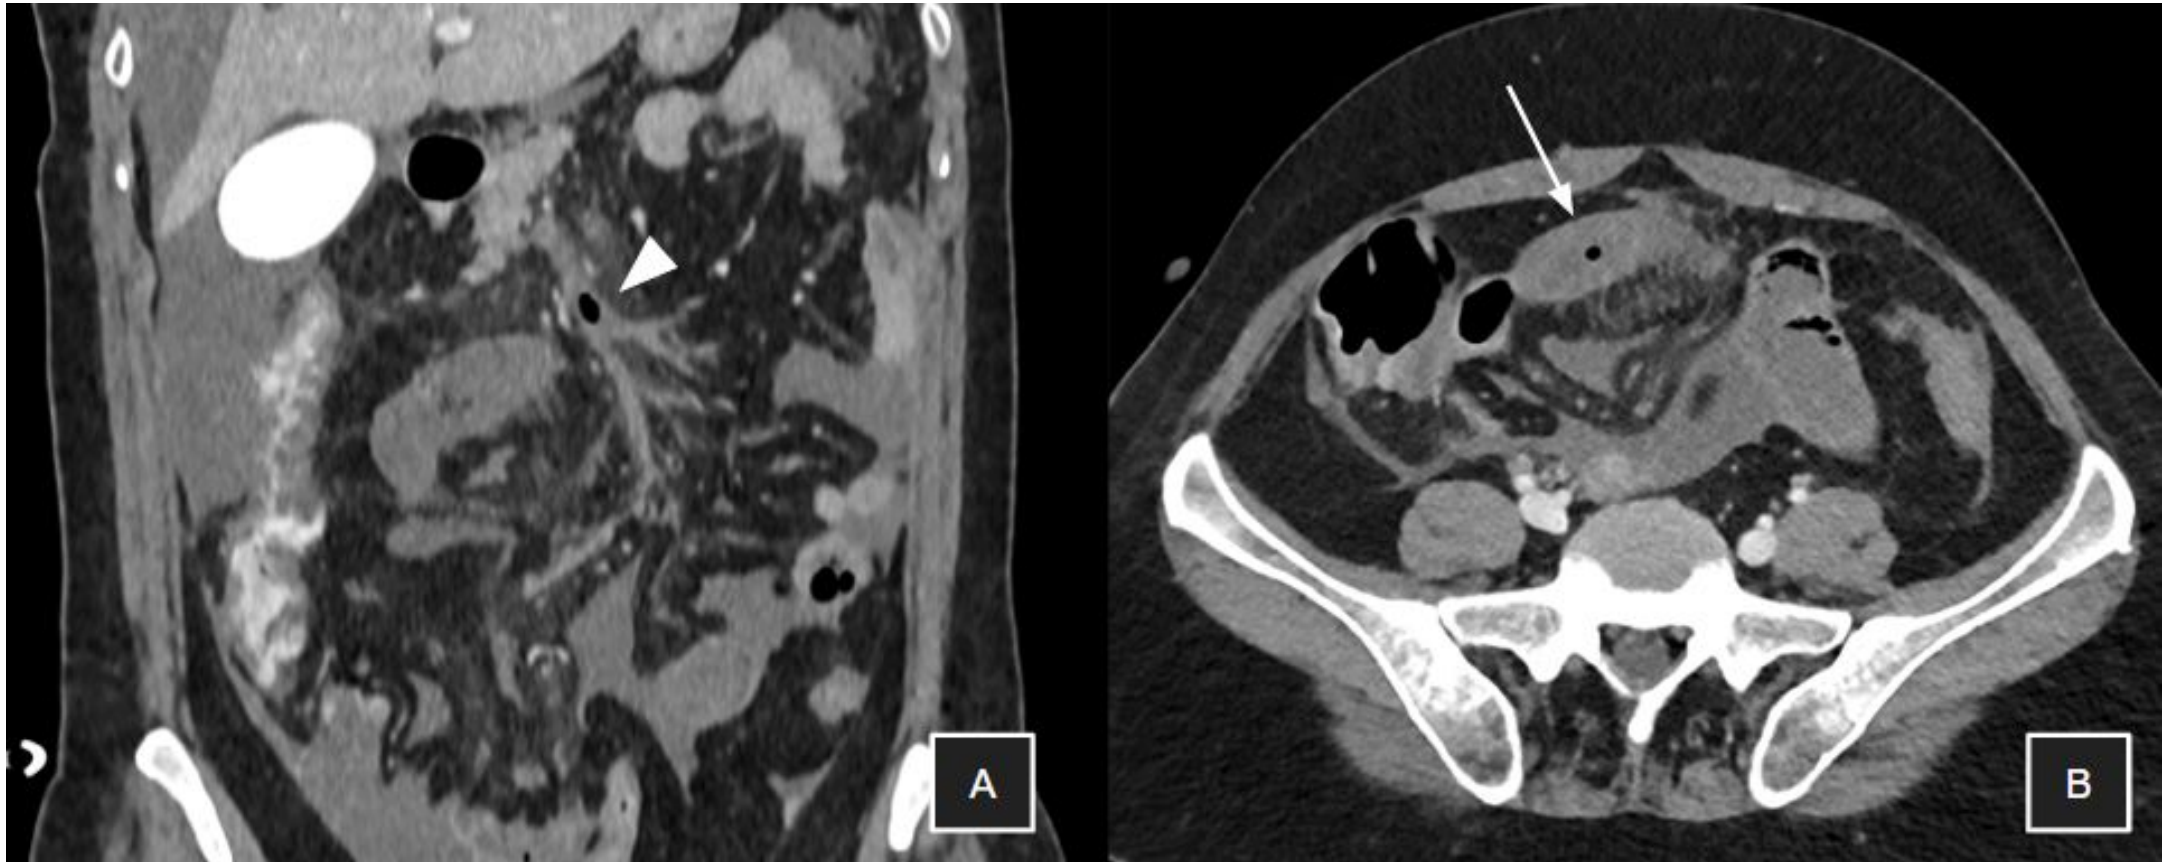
Isquemia mesentérica venooclusiva. Trombosis de la vena mesentérica superior, con burbuja aérea intraluminal (cabeza de flecha en A). Se asocian signos de isquemia intestinal venosa en asas ileales de las regiones mesogástrica e hipogástrica (flecha en B). A: TC coronal. B: TC axial.
